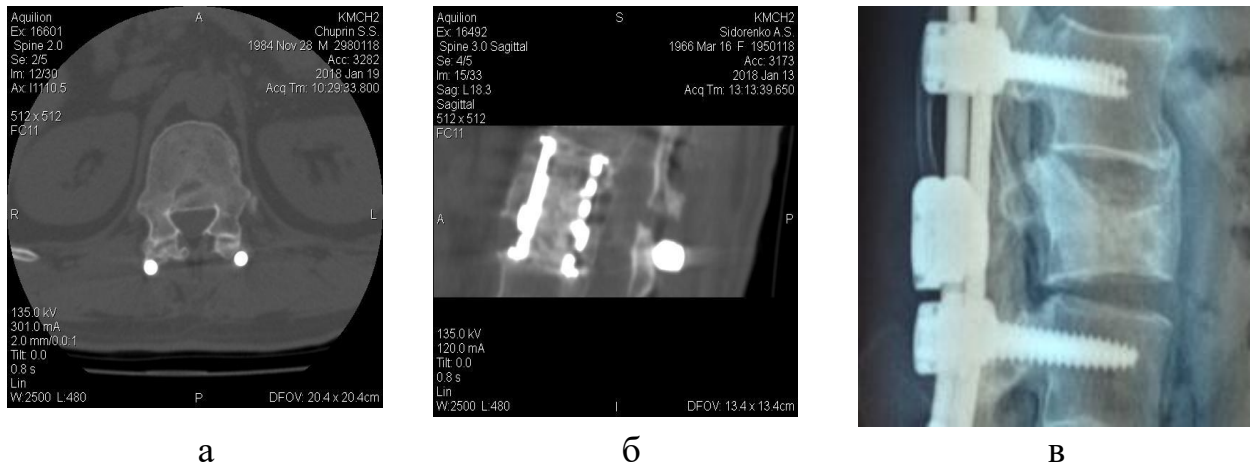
Рентгенограми та томограми хворих з ознаками заднього (а) і переднього (б) спондилодезу, регенерація по передньому контуру тіл хребців (в)
